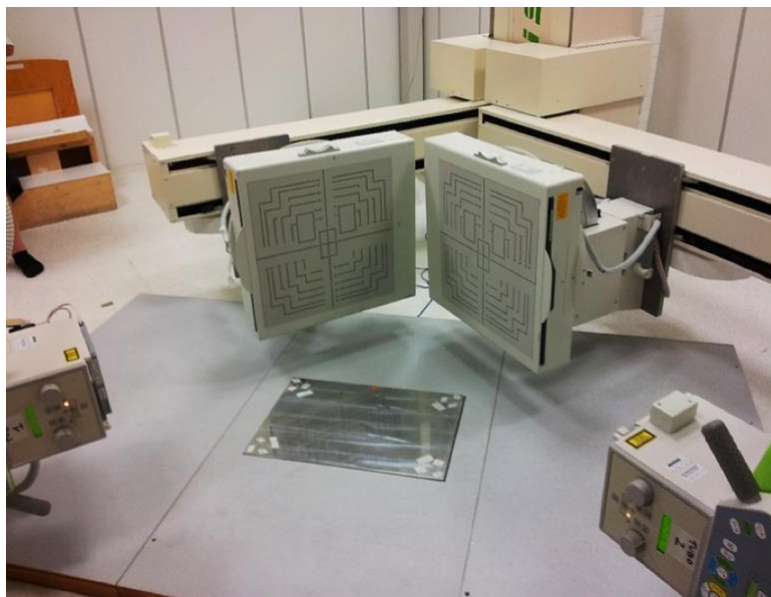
Setting radiografico per analisi radiostereometrica. I tubi radiogeni sono posizionati perpendicolarmente l'uno all'altro.
